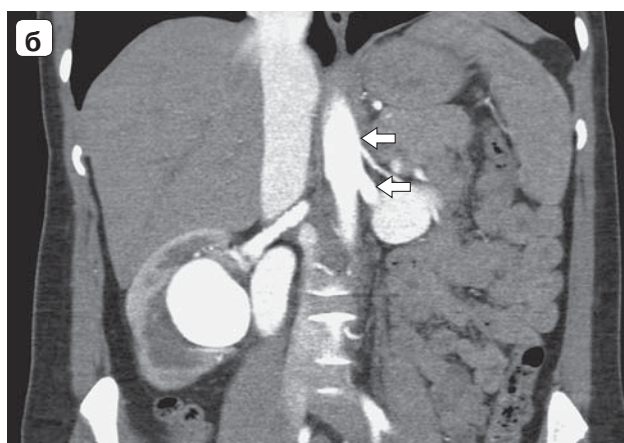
КТ-изображения, артериальная фаза исследования. а, в – 3D-реконструкции; б – коронарная проекция. а, б – артериовенозные мальформации обеих почек: расширение почечных артерий и вен с наличием артериовенозных свищей. Удвоение левой почечной артерии (стрелки); в – состояние после оперативного лечения: культя нижнеполюсной (1) и верхнеполюсной (2) почечных артерий; реимплантированная нижнеполюсная почечная артерия (3); спираль (4); окклюдер (5). Почечные артерии проходимы, прямого сброса артериальной крови в венозную систему нет.
